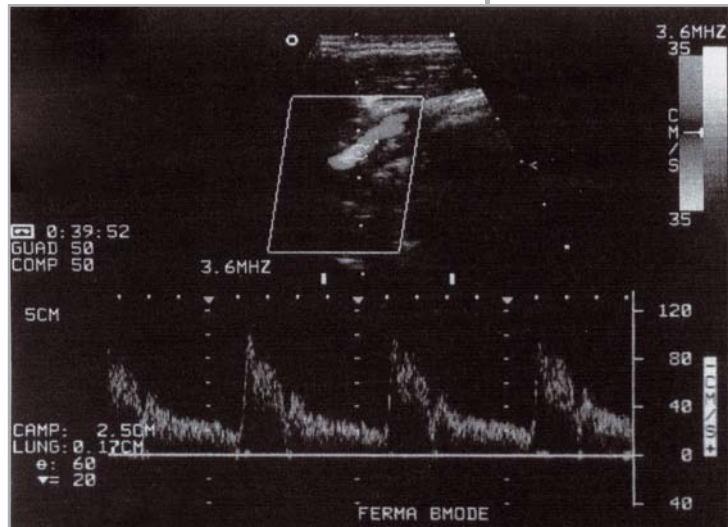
Immagine ecocolor Doppler del bulbo e dell'arteria carotide interna sinistra
